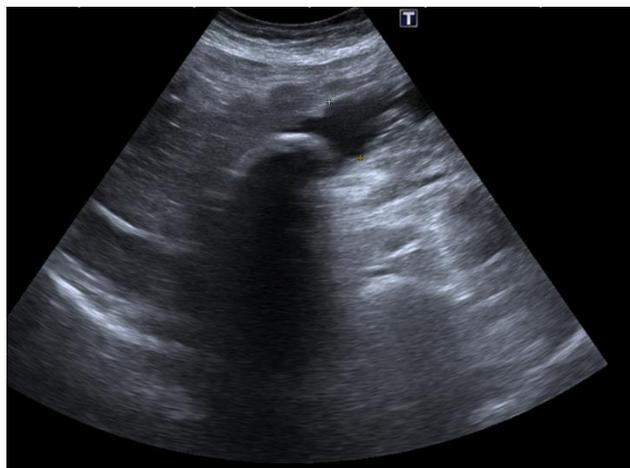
Ecografía abdominal. Se visualiza asa de intestino delgado dilatada, con la presencia de una imagen hiperecogénica en su interior con sombra acústica posterior correspondiente con litiasis.
